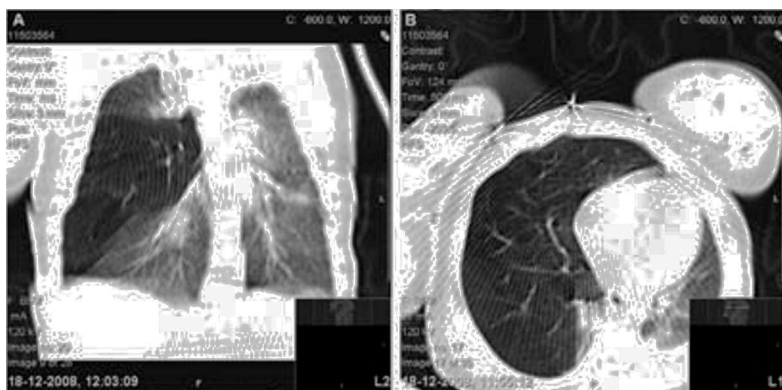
(Caso 3) Imagens de enfisema lobar congénito do lobo médio por tomografia axial computadorizada
